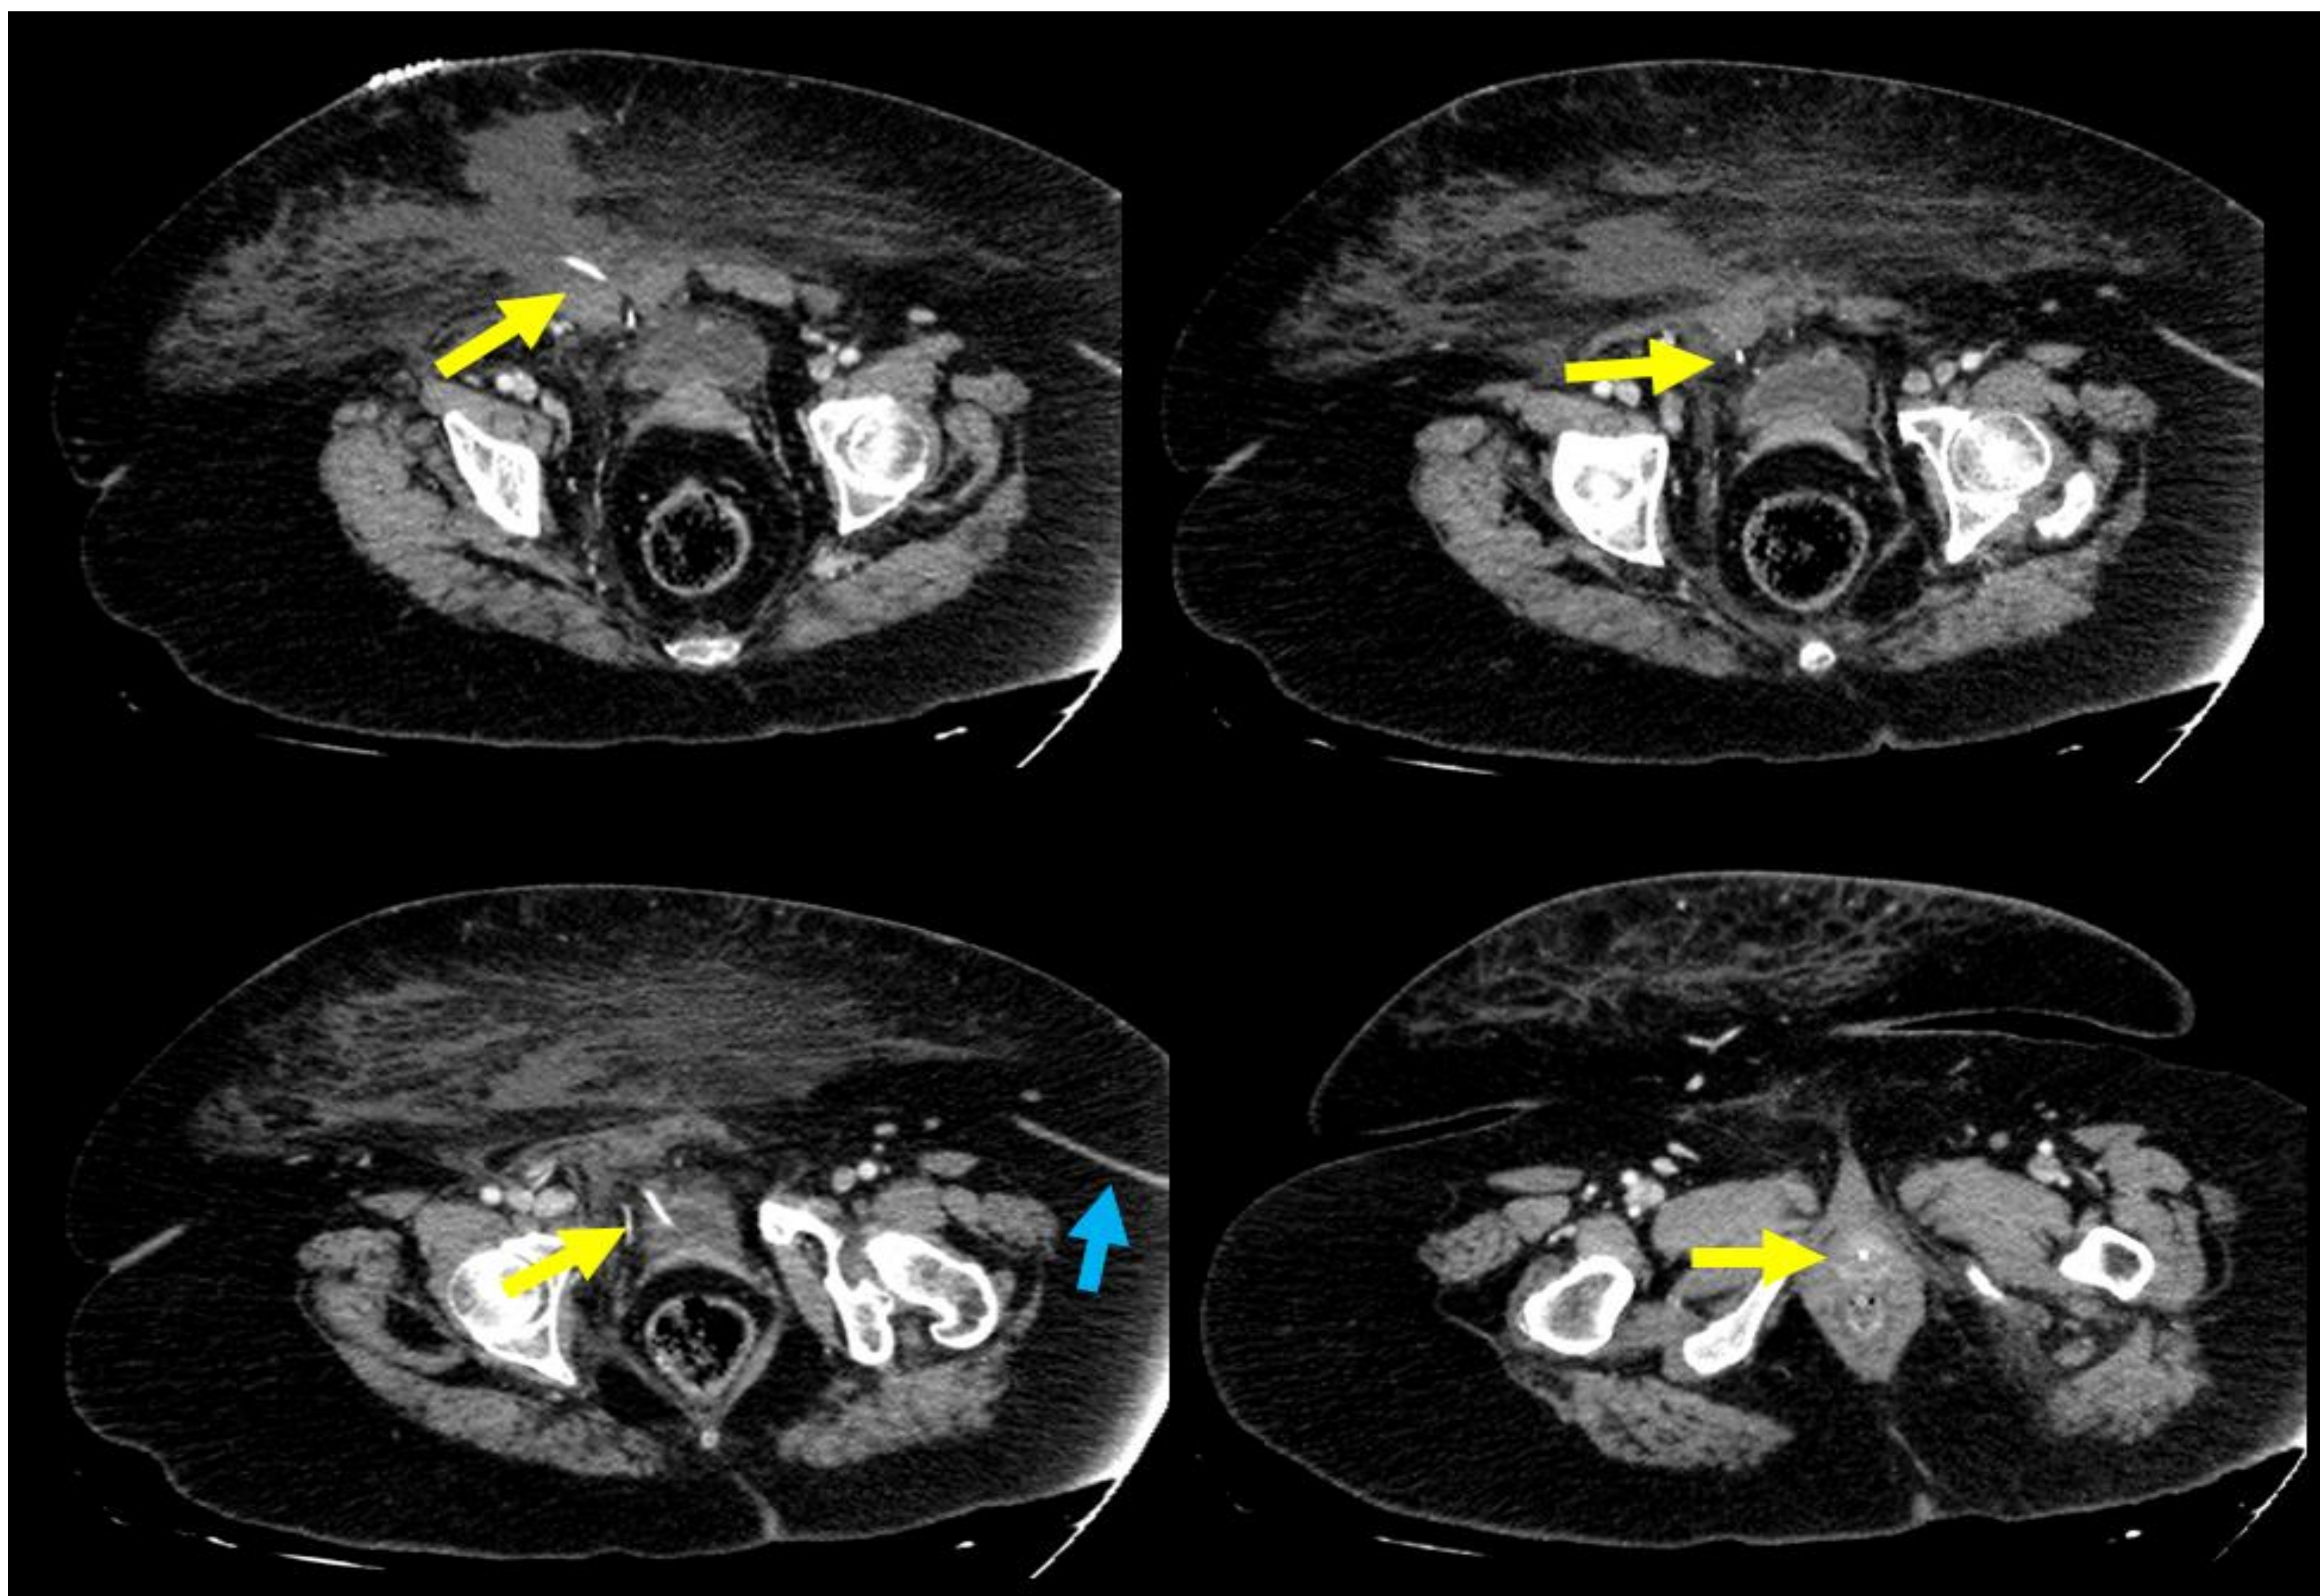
Cortes axiales de TC (de izquierda a derecha: progresión craneocaudal) en los que se identifican 2 catéteres de DVP. El izquierdo (flecha azul), abandonado, con extremo distal inmediatamente craneal al ovario izquierdo. El derecho (flecha amarilla), recientemente colocado, desciende por tejido celular subcutáneo de la pared toracoabdominal con bucle en la fosa ilíaca derecha, donde se identifica colección de contorno impreciso. El catéter continúa su trayecto caudal atravesando el m. recto anterior derecho inmediatamente lateral al espacio de Retzius. Parece atravesar la pared vesical anterolateral derecha y se introduce en uretra, siguiendo trayecto caudal hasta periné.
